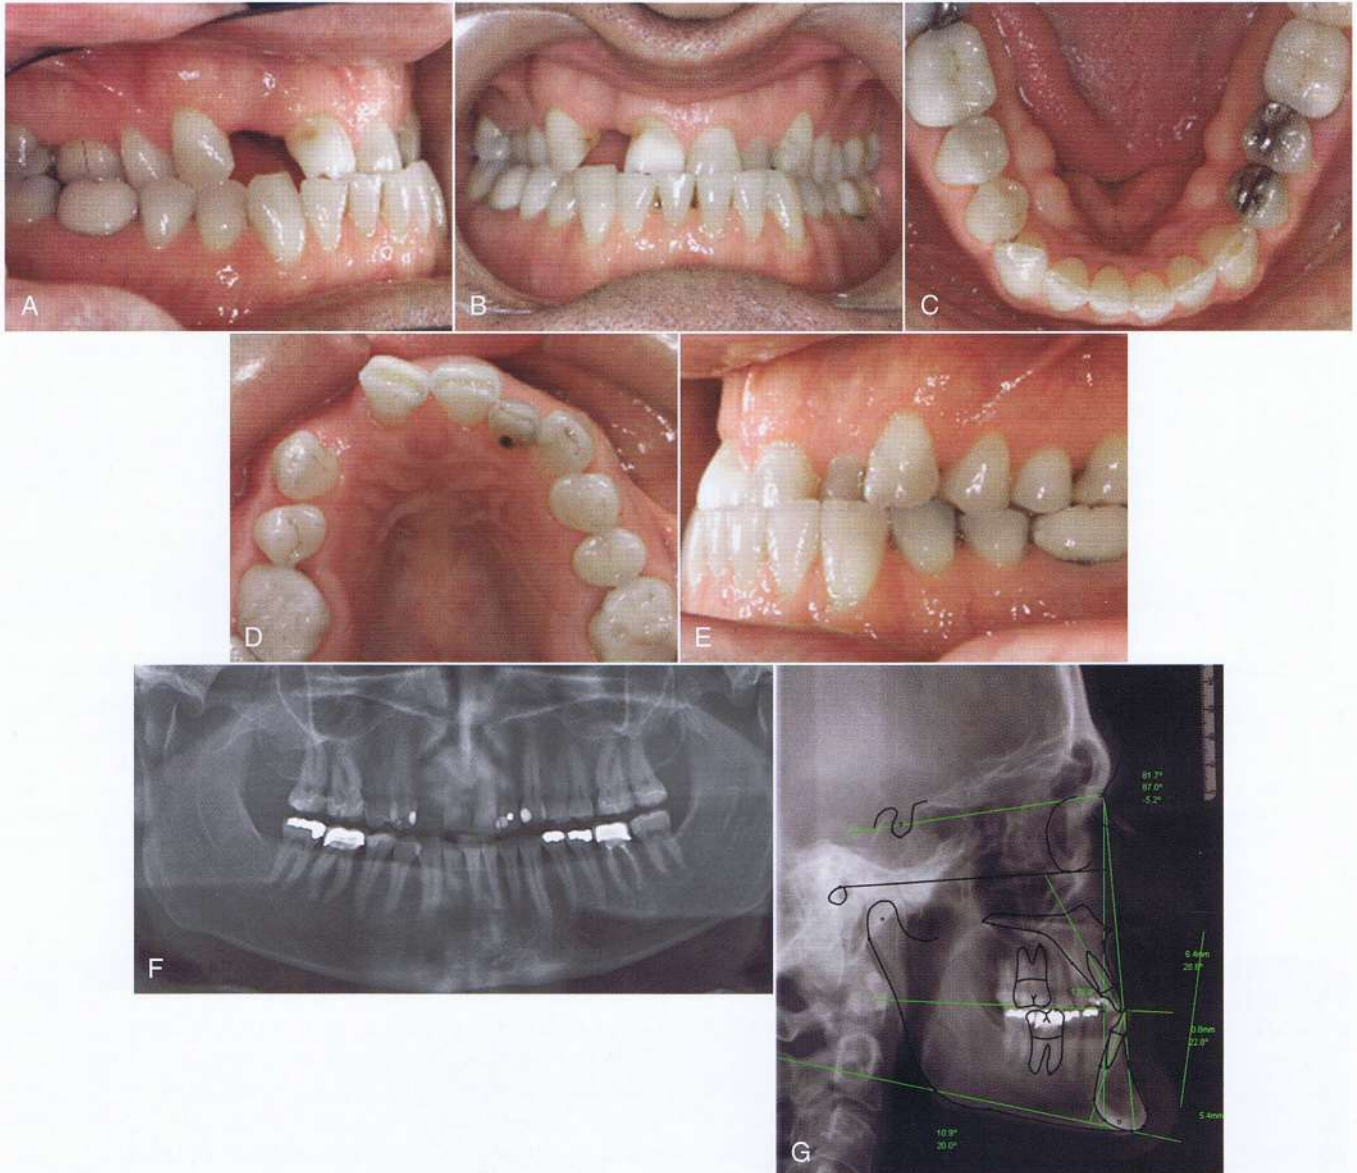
A-E, vistas intraorales de un paciente masculino de 42 años de edad, que se presentó con una maloclusión Clase III, problemas periodontales avanzados, un incisivo lateral ausente y atrición de los incisivos centrales superiores. F, la radiografía panorámica reveló pérdida de inserción avanzada alrededor de los incisivos centrales superiores. G, la radiografía cefalométrica reveló una relación esquelética Clase III significativa con un maxilar retrognático que será tratado con cirugía de avance maxilar.
